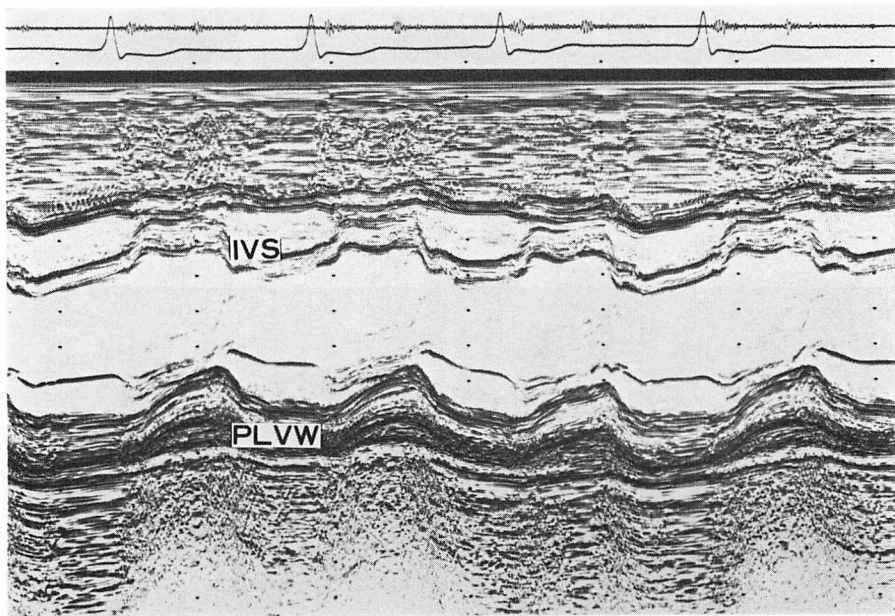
M-mode echocardiogram from the same patient as in Fig. 6.
